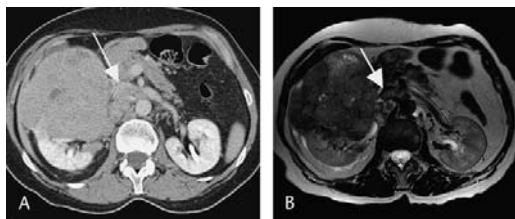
Тромб в нижней полой вене (указан стрелкой). При РКТ просвет нижней полой вены (А), сдавленной увеличенными забрюшинными лимфоузлами, не определяется. МРТ (В) позволяет определить положение нижней полой вены
